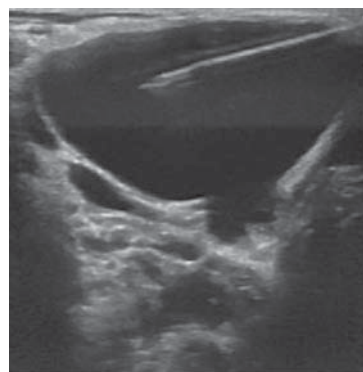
Этап склерозирования с ЛМ: под контролем УЗИ выполнение пункции полости (виден срез иглы) (собственные данные).
